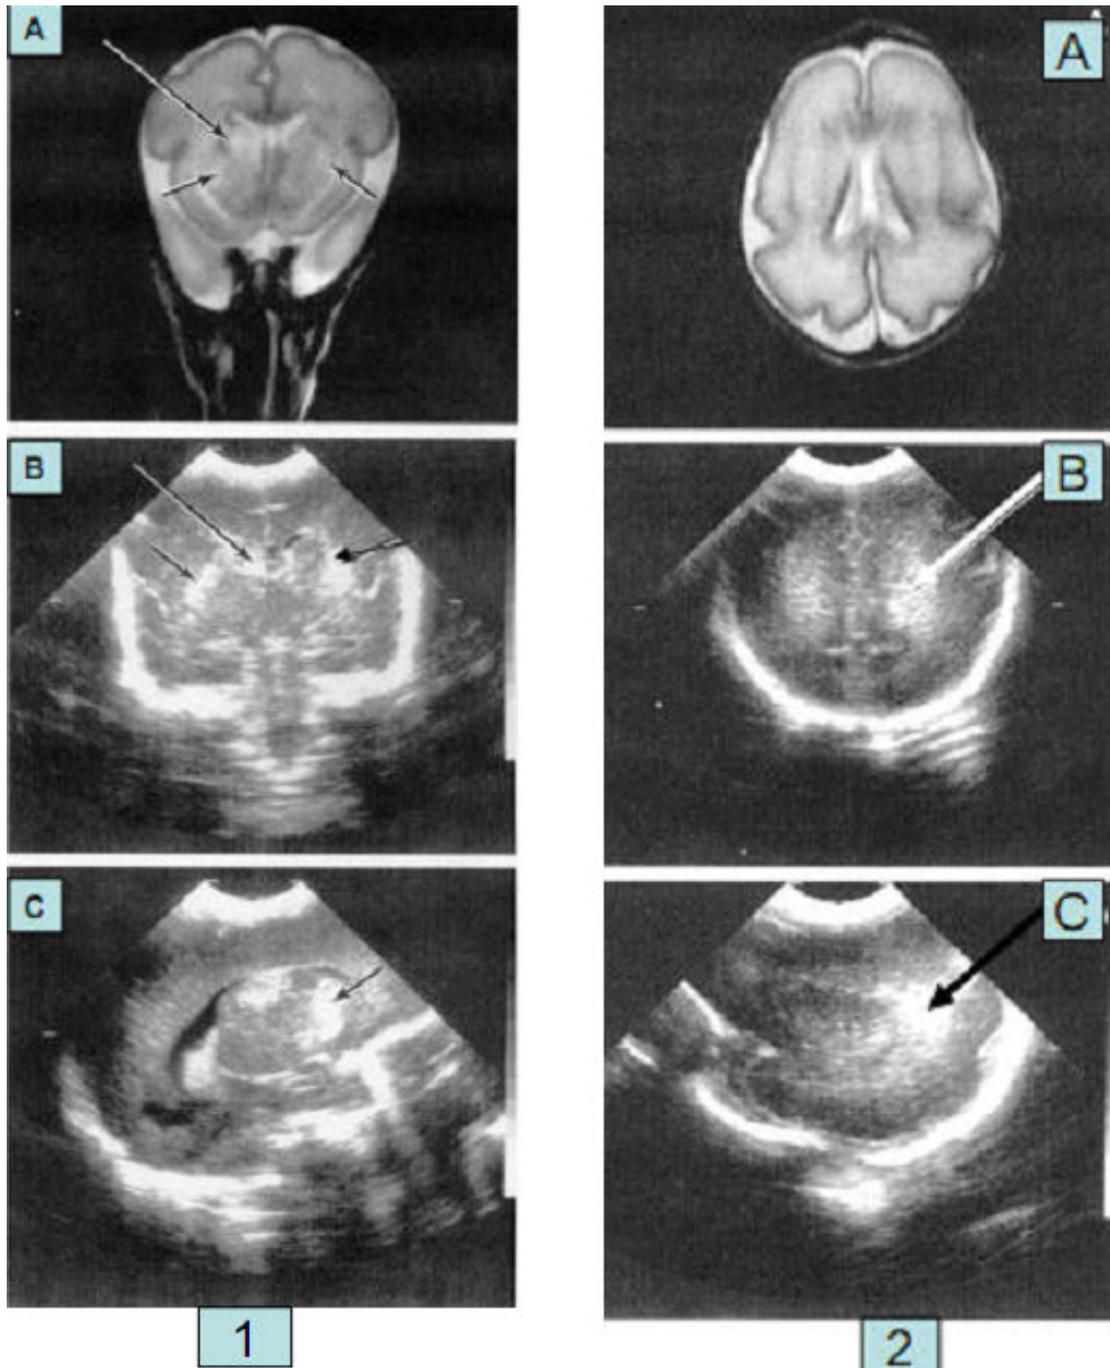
Hemorragia na gânglia basal em um RN de 1012g com 5 dias de vida: tanto na RM (A) como no US cerebral no plano coronal (B) e no plano sagital (C). Na RM, sinal de alta intensidade na cabeça do núcleo caudado direito (seta longa) e no núcleo lentiforme bilateral (seta curta). O US mostra ecogenicidade da gânglia basal envolvendo a cabeça do núcleo caudado direito (seta longa) e o núcleo lentiforme bilateral (seta curta) (Maalouf)
